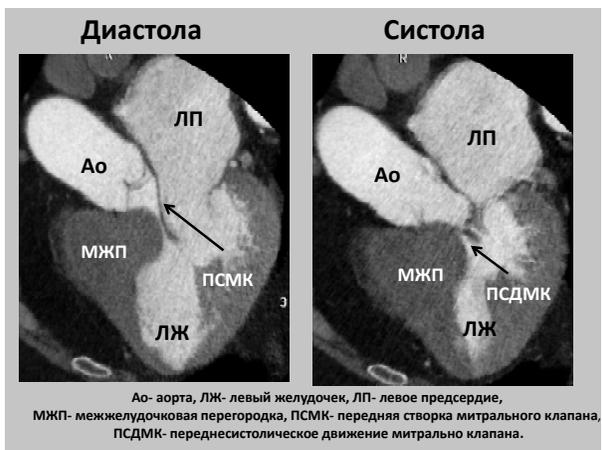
МРТ-исследование при ГКМП
